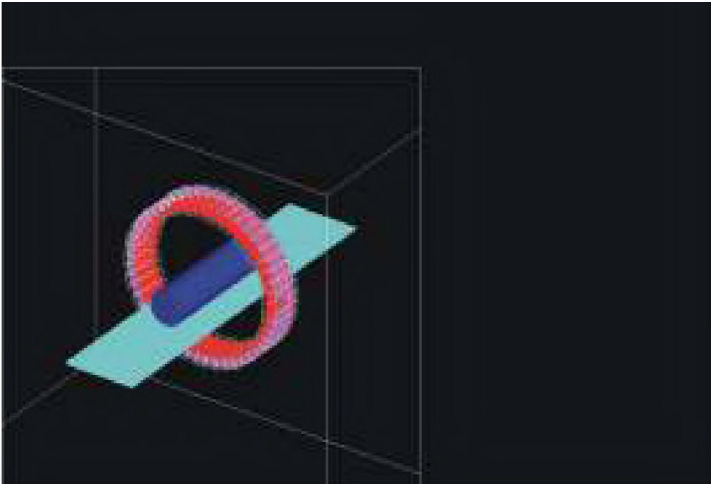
Σύστημα PET μορφής δακτύλιου ανιχνευτών που περιβάλλει τον ασθενή.
